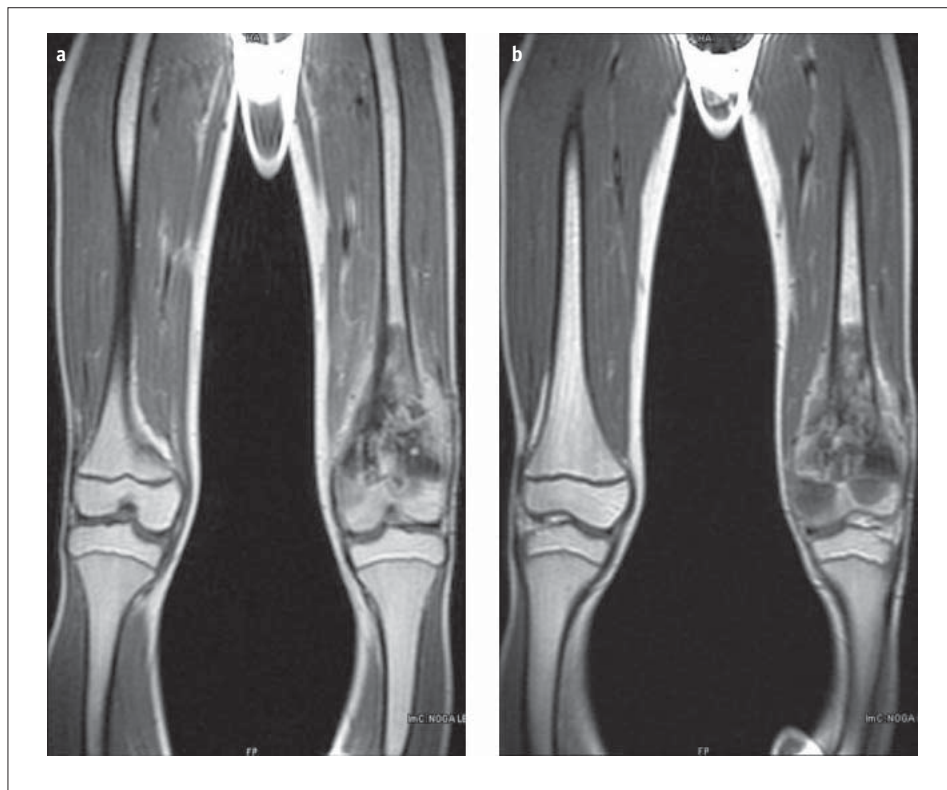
MRI – non-homogeneous tumor mass at the epiphysis of the thigh bone, sharply outlined from the normal bone marrow, extending beyond the outline of the bone
